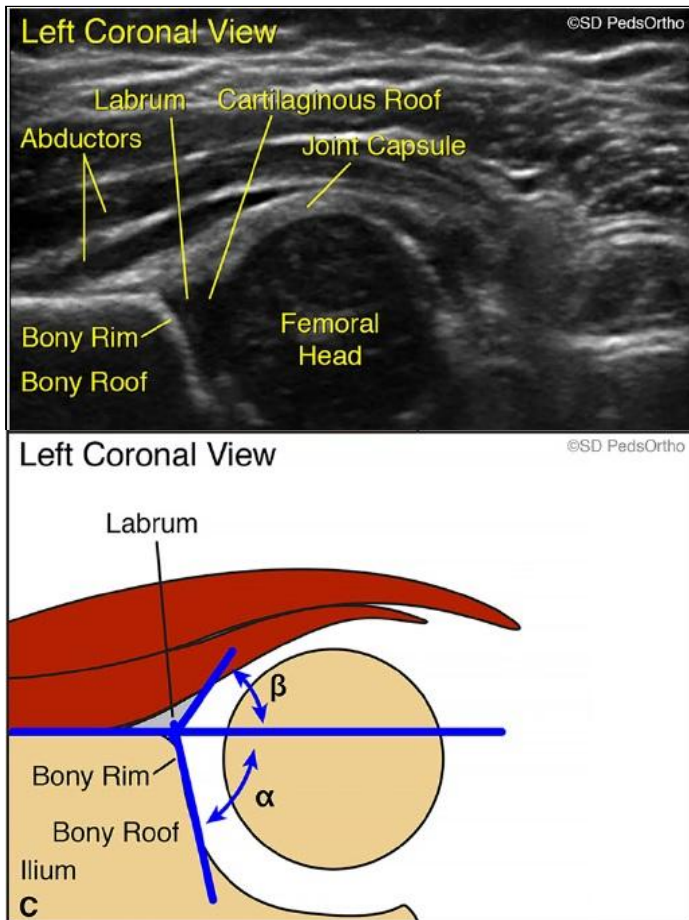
A) Ecografía según el método de Graf con la anatomía pertinente etiquetada. (Copyright SD PedsOrtho.) [7].
